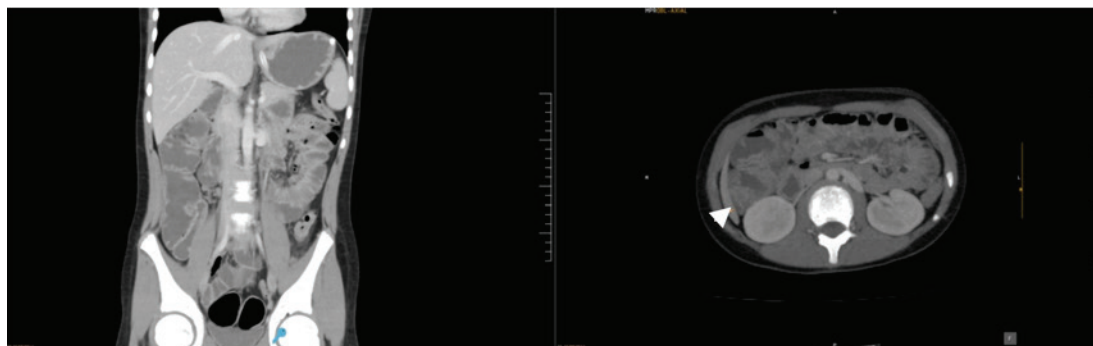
Enterotomografía multislice: red venosa prominente en el espesor de la pared del colon
